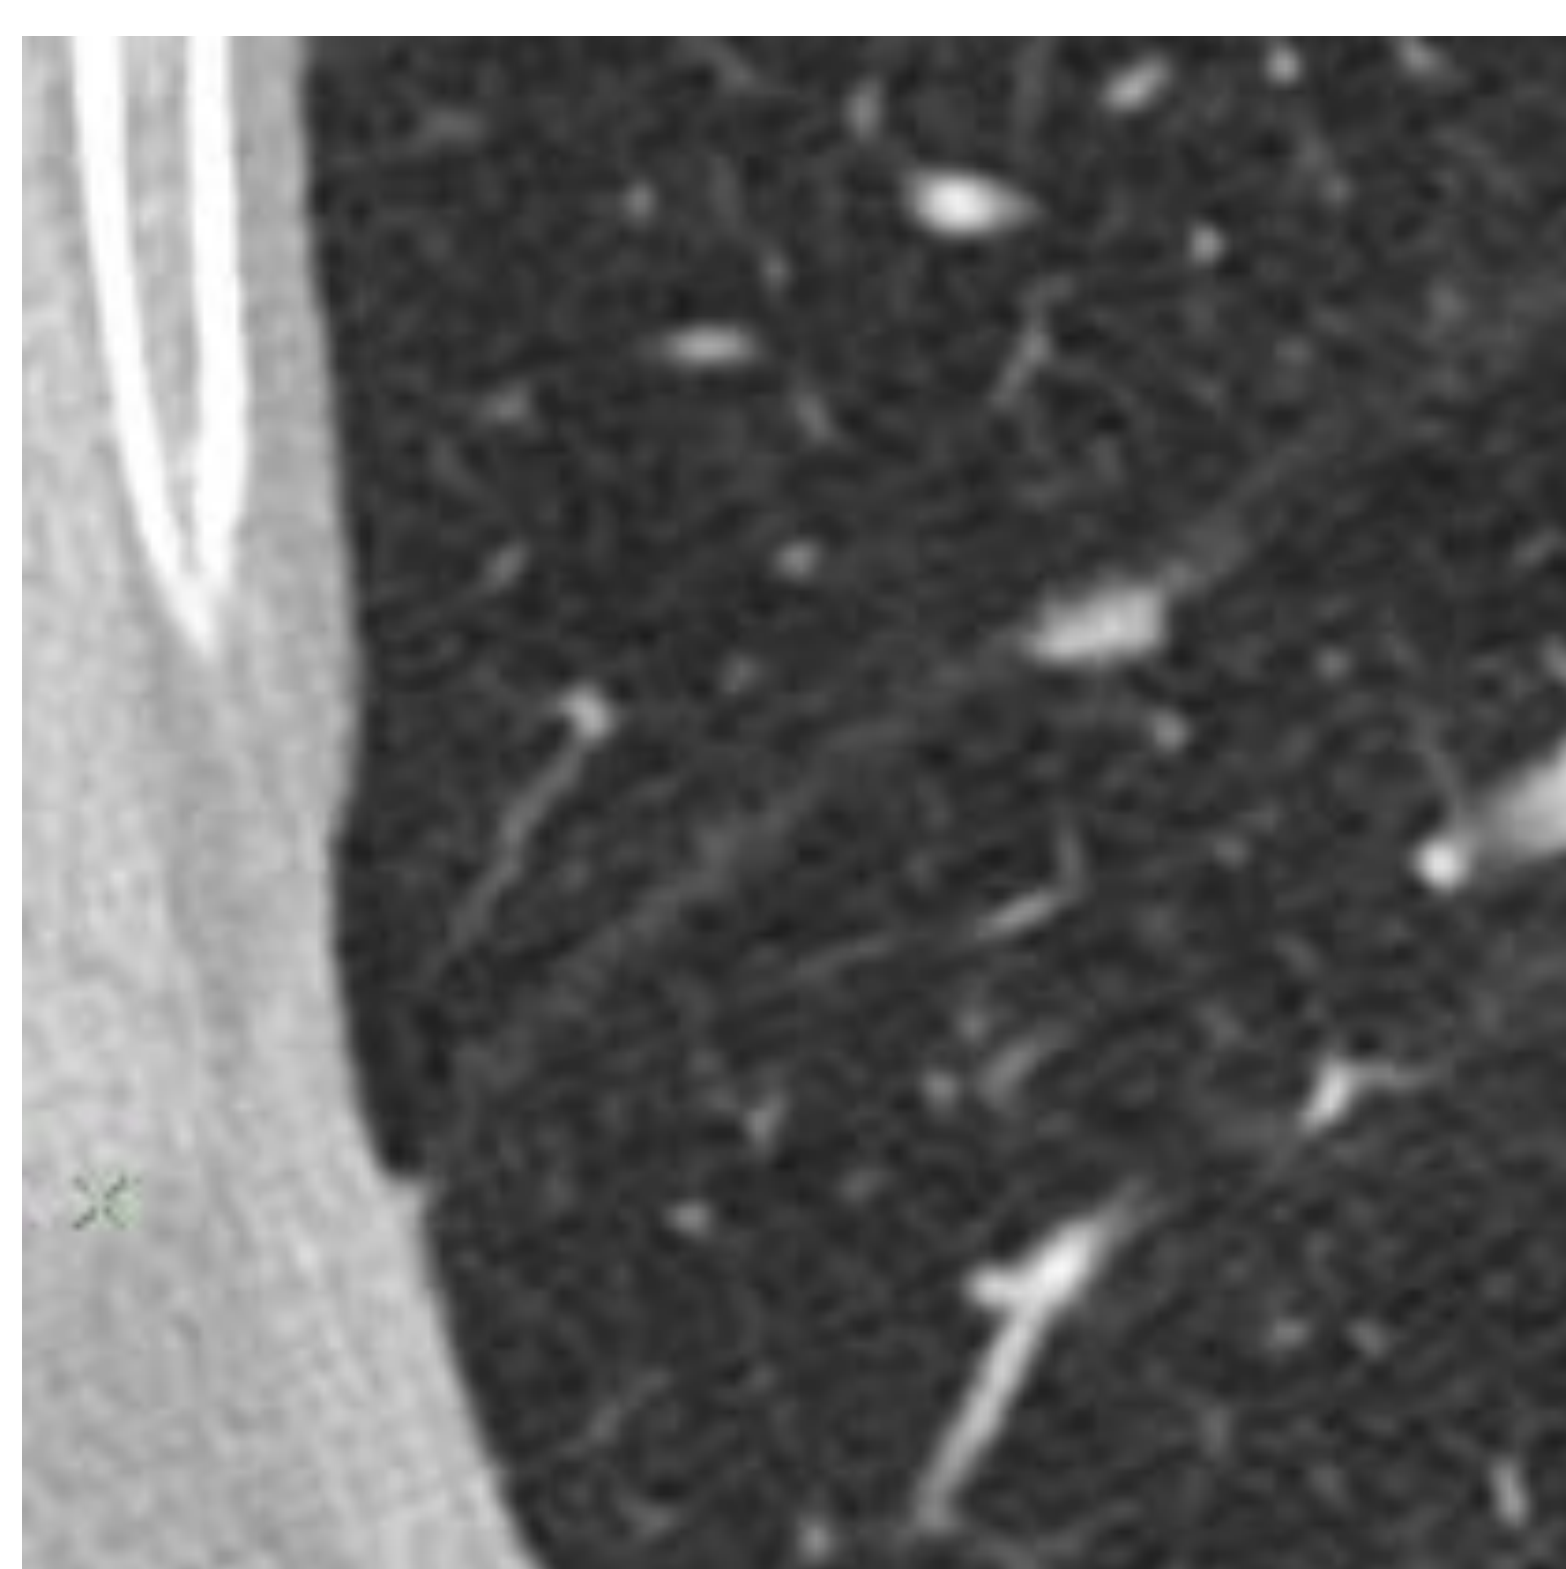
Reconstrucción multiplanar de TC de tórax donde se observa un nódulo adyacente a la cisura mayor del pulmón derecho. En el plano axial (13) presenta una morfología ovoidea, sin embargo, si se realizan las reconstrucciones multiplanares, se puede observar el nódulo con una morfología triangular en los planos sagital (14) y coronal (15). Los hallazgos son compatibles con ganglio intrapulmonar de clara morfología poligonal.
